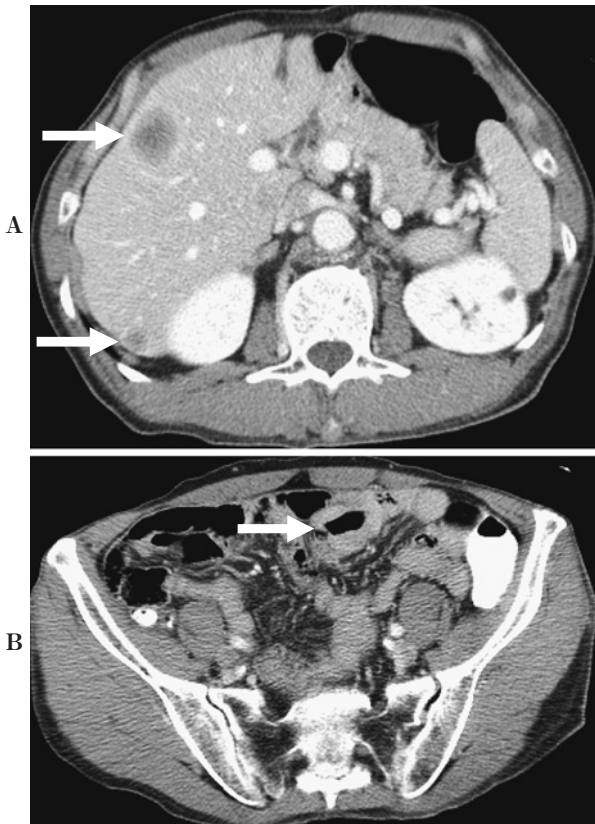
An abdominal CT scan shows several low-density areas in the liver (A) and thickening in the wall of the jejunum (B).
